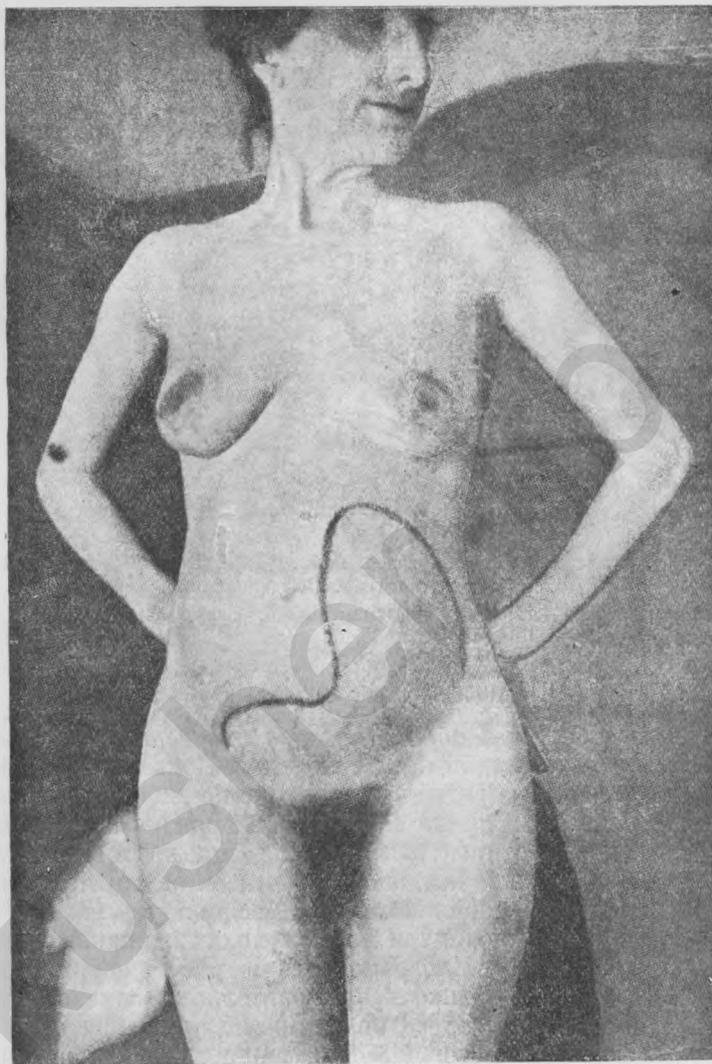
Внематочная беременность на 8-м месяце; служит примером развившейся из малого таза вверх опухоли, что важно в дифференциально-диагностическом отношении. Линия на животе соответствует установленной путем пальпации верхней границе опухоли. линия R—ниже пупка,—верхнему краю увеличенной, вправо смещенной и поднятой матки, L—плодовместилище, где прослушивалось сердцебиение плода, имелись движения его и где было видно, путем просвечивания лучами Рентгена, положение скелета ребенка. Клиника *Walther's*.
